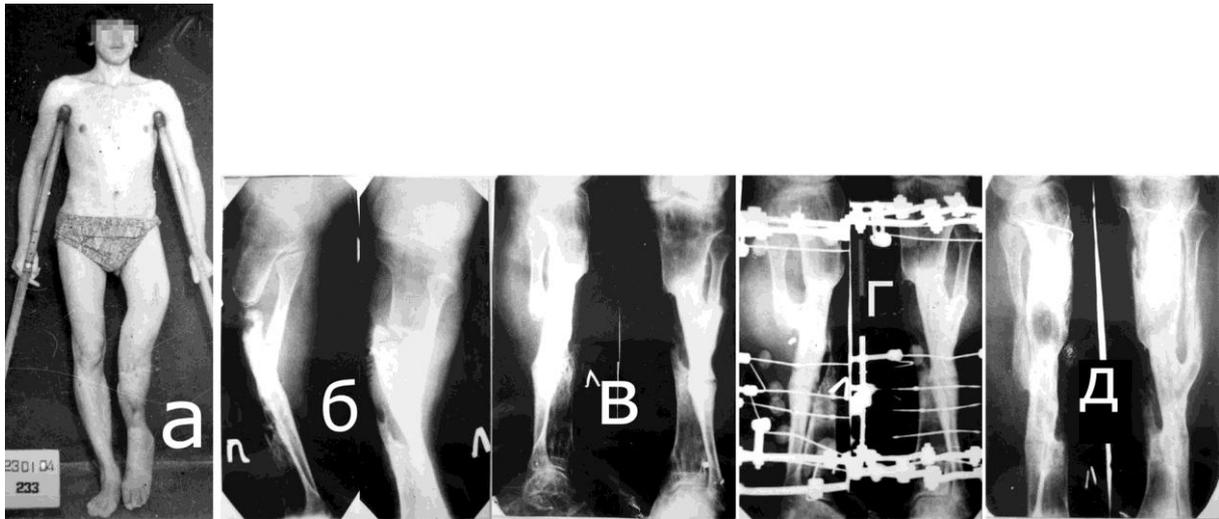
Иллюстрации к наблюдению по лечению больного К.: а) внешний вид больного при поступлении; б) рентгенограммы левой голени до лечения; в) исход первого этапа лечения – проксимальный межберцовый синостоз; г) в процессе второго этапа лечения – дистального межберцового синостозирования «бок в бок»; д) результат лечения через 1,5 года
